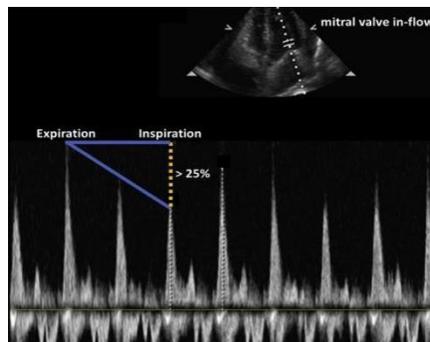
Doppler del flujo de la válvula mitral con cambio de la velocidad de flujo >25% con relación al ciclo respiratorio (31).
